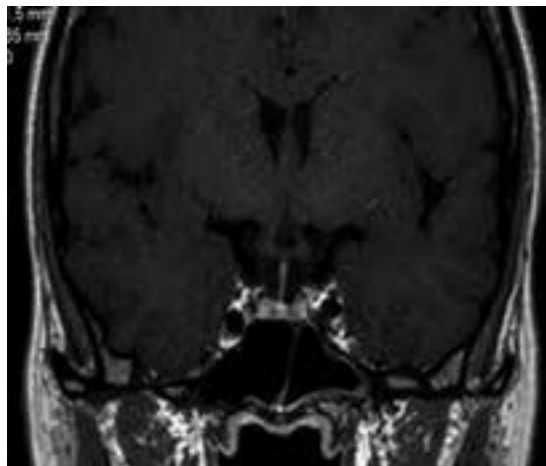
RM hipofisária (ponderação T1) corte coronal.
